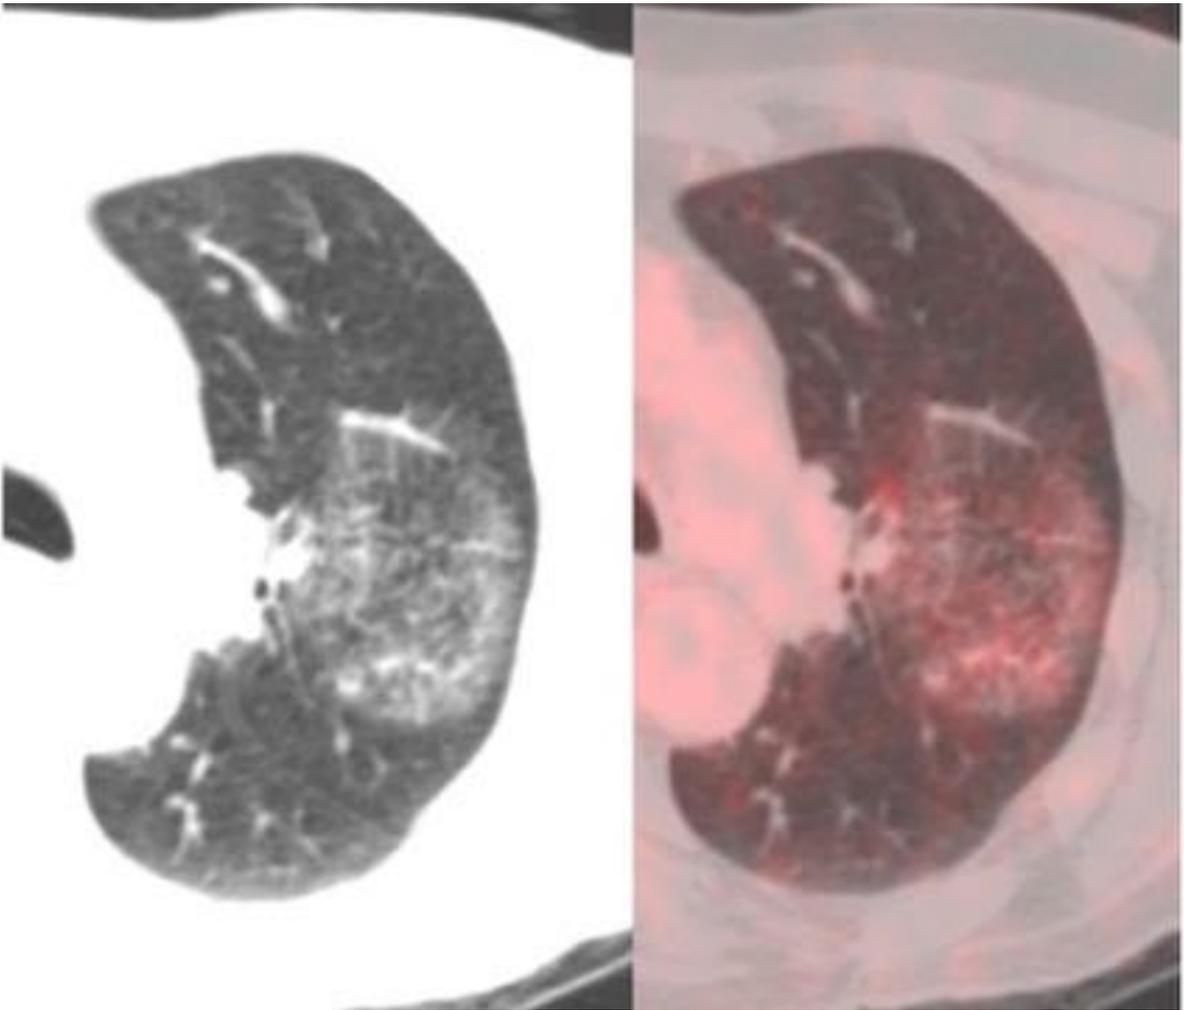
Nódulo - masa subsólida pura con captación en rango no patológico en PET-TC. La anatomía patológica dió como resultado adenocarcinoma de patrón lepidico predominante.
